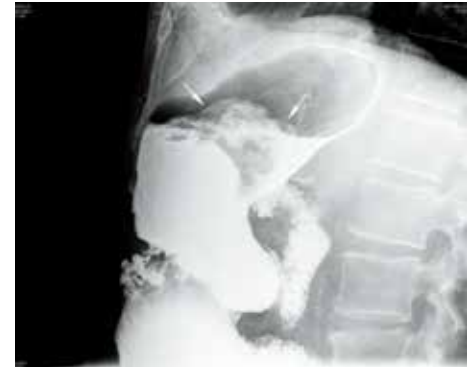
Тугое контрастирование желудка бариевой взвесью, прямая рентгенограмма желудка в полувертикальном положении. В верхней трети тела желудка имеется дефект наполнения с неровными и четкими контурами (тонкие стрелки); функционирующий гастроэнтероанастомоз (толстая стрелка)
